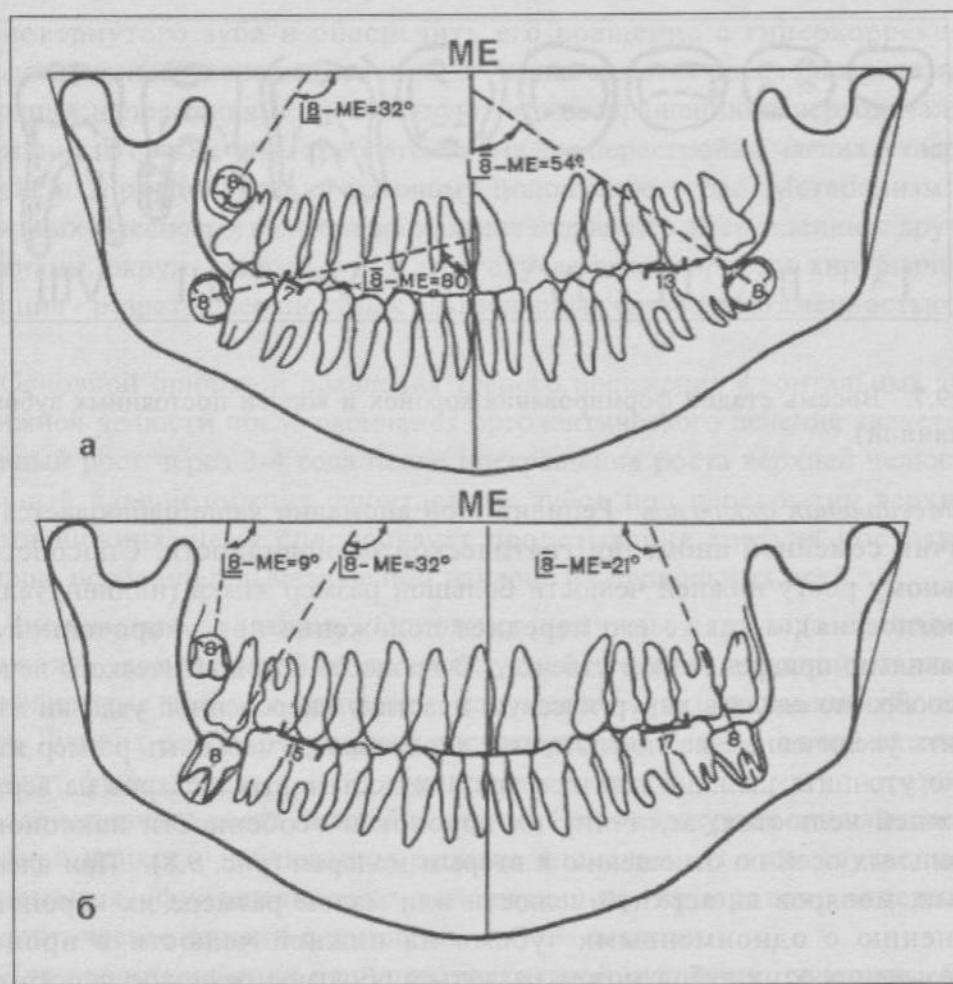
Контуры, скопированные с ортопантомограмм челюстей пациента 13 (а) и 19 (б) лет: левостороннее врожденное несращение губы, альвеолярного отростка и неба, адентия |8, резкий мезиальный наклон продольных осей 8|8, прогноз устойчивости результатов лечения мезиальной окклюзии (гнатическая разновидность) - неблагоприятный; при прорезывании 8|8 произошел мезиальный сдвиг зубов нижней челюсти, образовалась обратная резцовая окклюзия, появилась сагиттальная щель между резцами (б).
